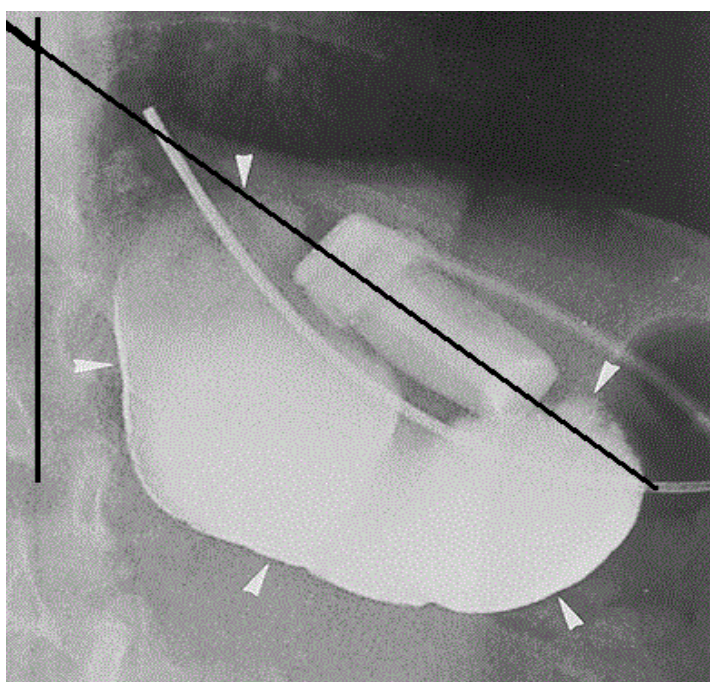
Рентгенограма шлунка після операції бандажування. *Slippage syndrome* 10 міс. після БШ
